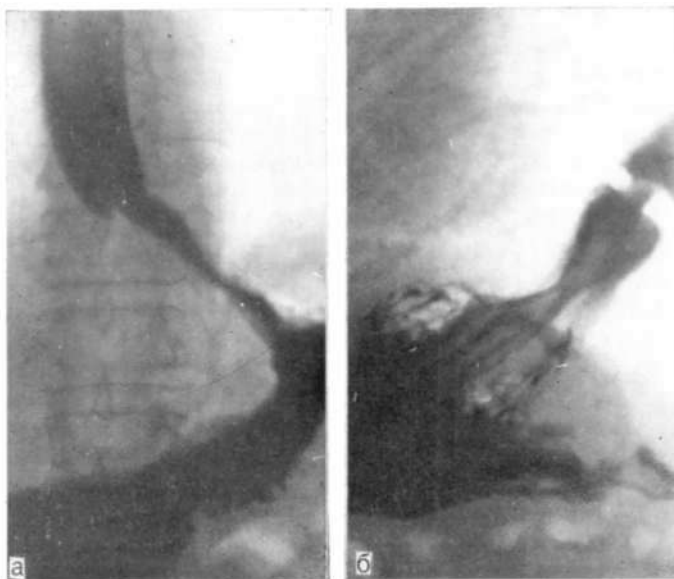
Прицельные рентгенограммы нижнего отдела пищевода и желудка в прямой (а) и левой лопаточной (б) проекциях. Фиксированная грыжа пищеводного отверстия, укороченный пищевод, рубцовое сужение пищеводно-желудочного перехода.
